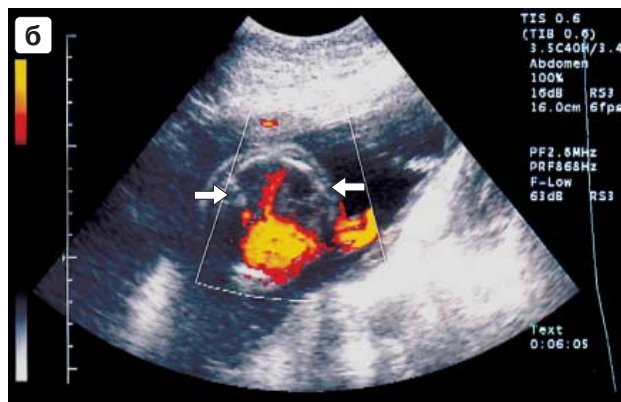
а – эхограмма плода 24–25 нед гестации. В средней доле правого легкого (черная стрелка) определялось кистозное образование. Белая стрелка – сердце; б – эхограмма того же плода 24–25 нед гестации (режим энергетического доплеровского картирования потока). В средней доле правого легкого (белая стрелка) определялись кистозные образования; в – рентгенограмма новорожденного (2 сут жизни). Отмечается понижение прозрачности правого легкого; г – МРТ этого же новорожденного (4 сут жизни). Поперечная проекция. В средних долях определяются кистозные образования с четкими границами; д – тот же новорожденный. Продольная проекция. В правом легком в области средней и верхней доли правого легкого по периферии определяются полостные образования, содержащие воздух (белая стрелка).
